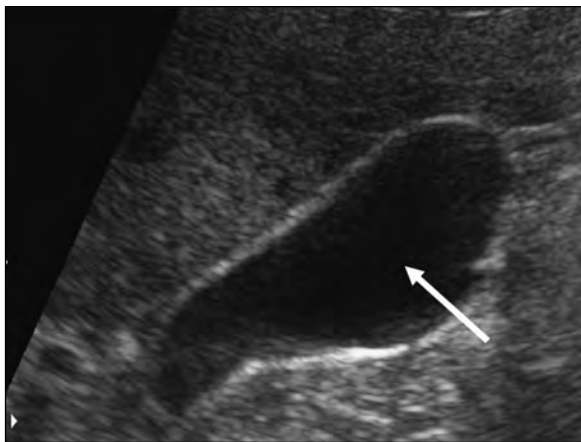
д. УЗИ-картина через 12 месяцев лечения. Визуализируются 2 конкремента до 2,0 мм.
